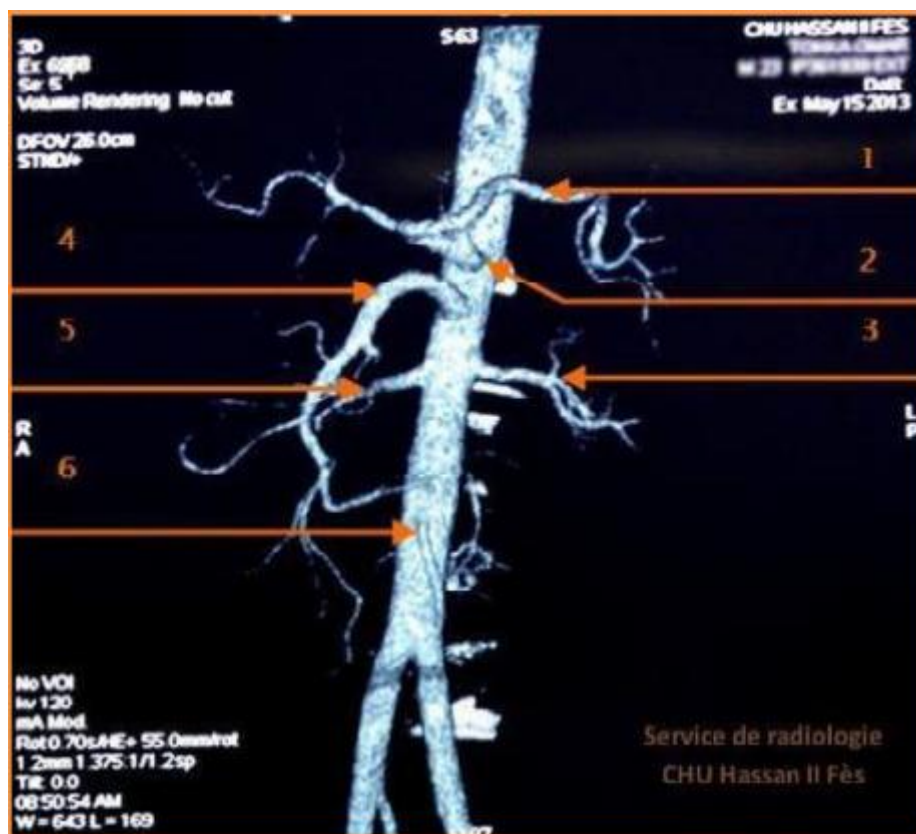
reconstructions en rendu volumique à partir d'une acquisition TDM au temps artériel.
